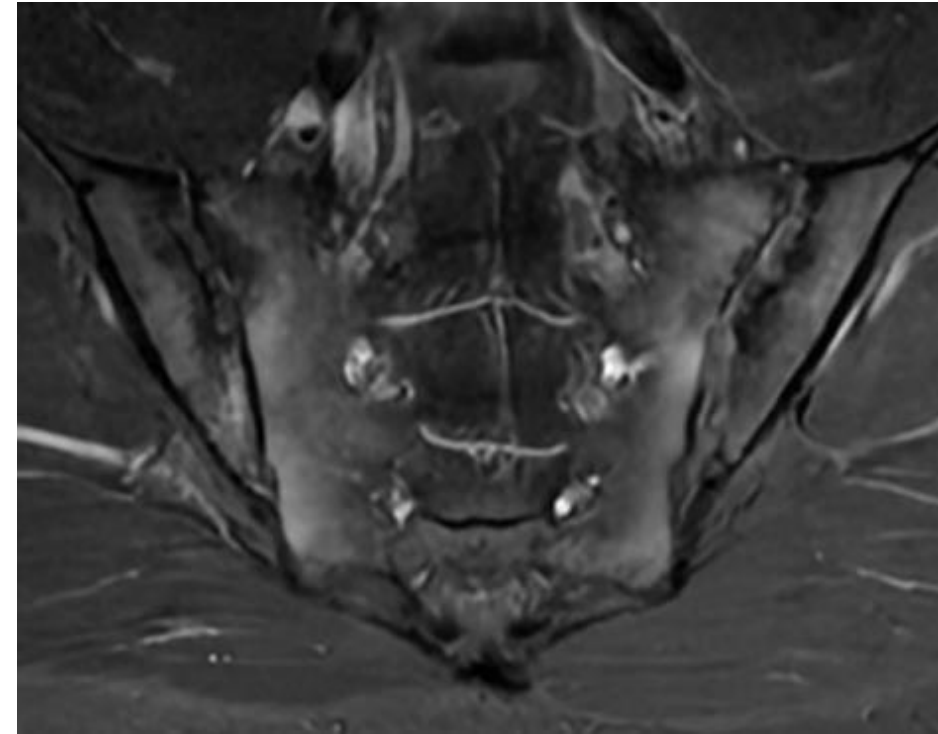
RM coronal STIR de hombre de 23 años con lumbalgia de larga evolución donde se observan depósitos grasos periarticulares.
